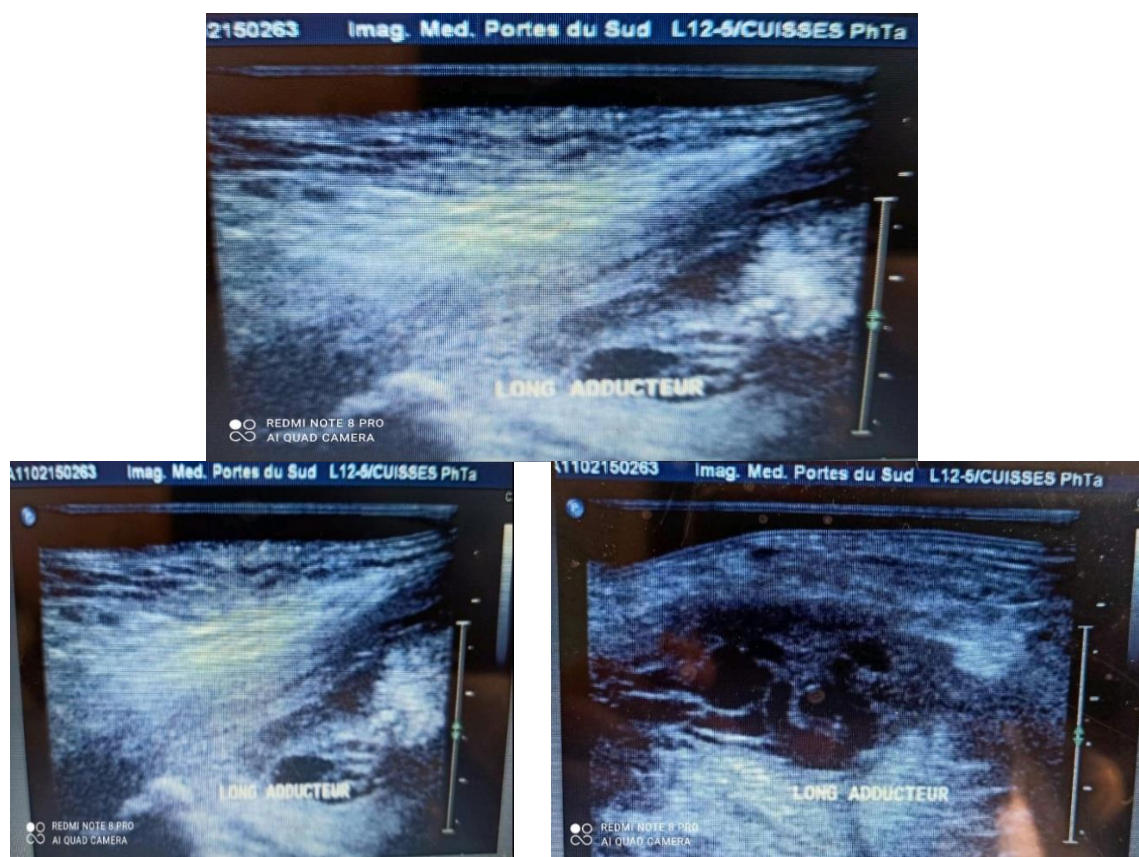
échographie du sportif 4
